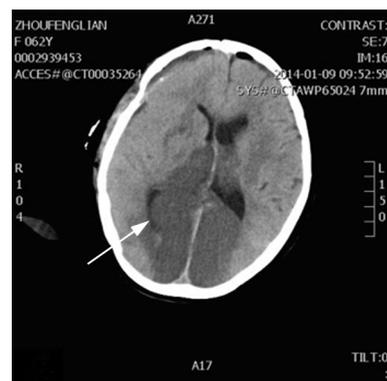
大面积脑缺血损伤 CT 图示(脑血管痉挛所致)
